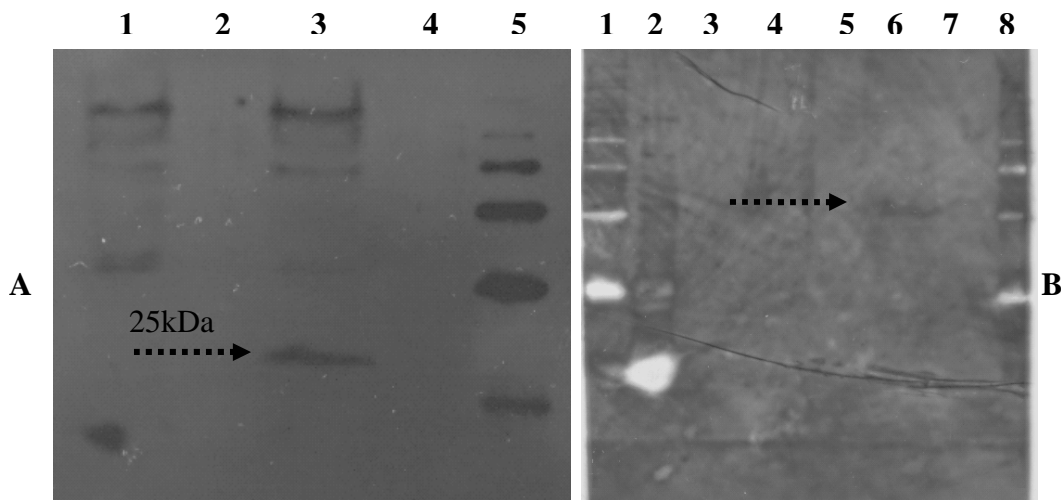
Figura da radiografia por quimioluminescência obtida da exposição da membrana de PVDF previamente incubada por anticorpos específicos em ensaio de *Western-blot* para avaliação do soro policlonal obtido pela inoculação de coelhos com a construção plasmidial pcDNA4/HisMAXL*. Figura A-Linha 1. HEK-293-T não transfectada, 2. Sem amostra, 3. HEK-293-T transfectada com pcDNA4/HisMAXL*, 4. Sem amostra, 5. Marcador de peso molecular *MagiMark™XP Western Protein Standard* (Invitrogen, USA). Figura B-Linha 1. Marcador de peso molecular *MagiMark™XP Western Protein Standard* (Invitrogen, USA), 2. Marcador de peso molecular *MagiMark™XP Western Protein Standard* (Invitrogen, USA), 3. Sem amostra, 4. HEK-293-T não transfectada, 5. Sem amostra, 6. HEK-293-T transfectada com pcDNA4/HisMAXL*, 7. Sem amostra, 8. Marcador de peso molecular *MagiMark™XP Western Protein Standard* (Invitrogen, USA).
